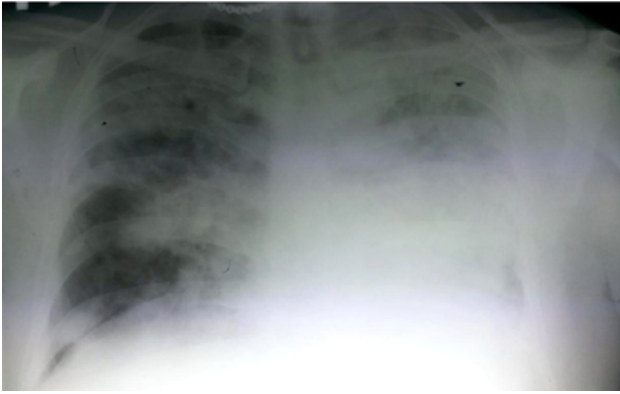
Обзорная рентгенография органов грудной клетки пациента с вирусно-бактериальной пневмонией (неблагоприятный исход).
